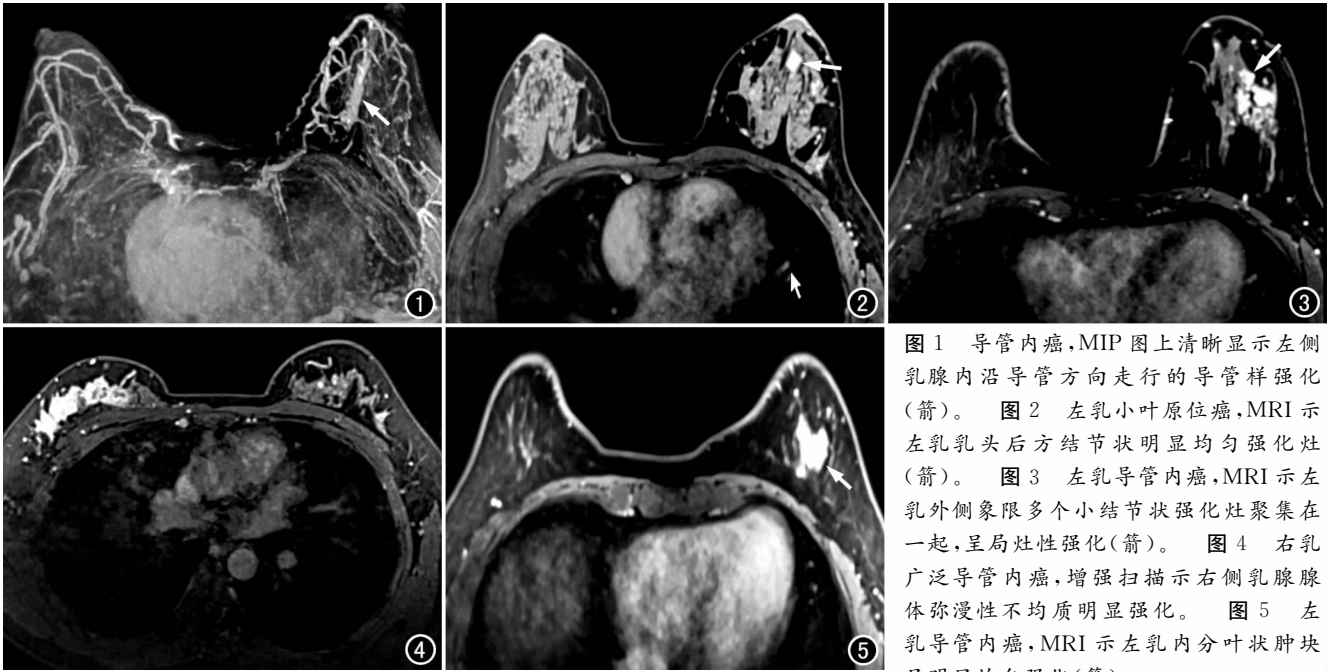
导管内癌, MIP 图上清晰显示左侧乳腺内沿导管方向走行的导管样强化(箭)。图 2 左乳小叶原位癌, MRI 示左乳乳头后方结节状明显均匀强化灶(箭)。图 3 左乳导管内癌, MRI 示左乳外侧象限多个小结节状强化灶聚集在一起,呈局灶性强化(箭)。图 4 右乳广泛导管内癌, 增强扫描示右侧乳腺腺体弥漫性不均质明显强化。图 5 左乳导管内癌, MRI 示左乳内分叶状肿块呈明显均匀强化(箭)。
